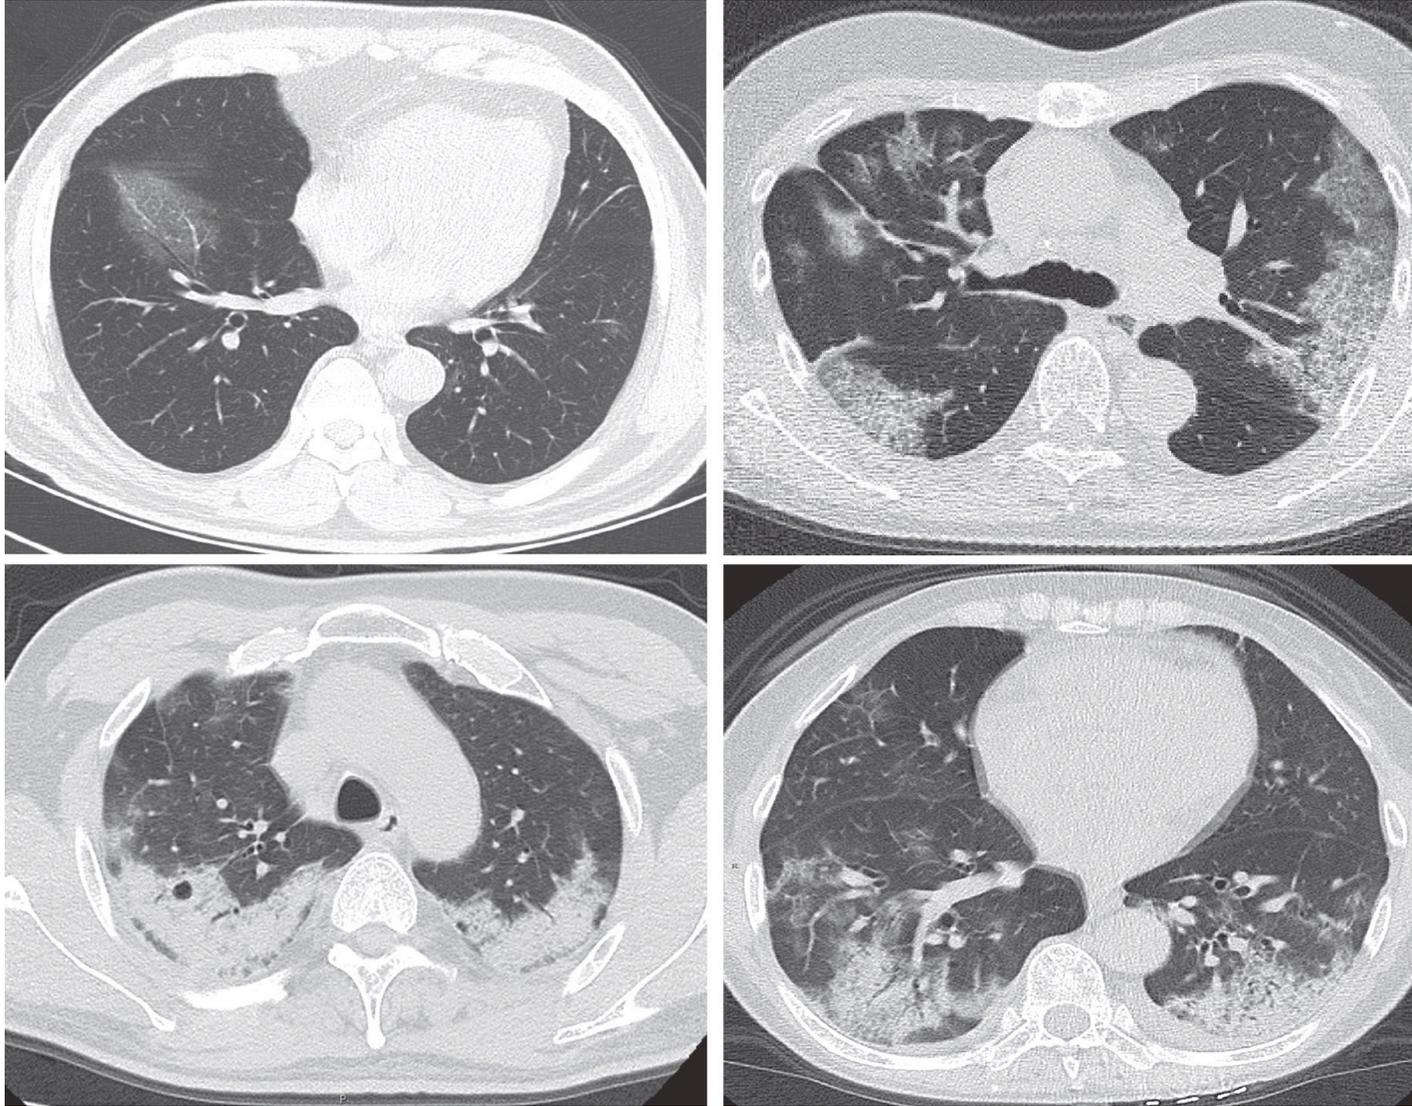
Transverse thin-section CT scans in patients with COVID-19 pneumonia
